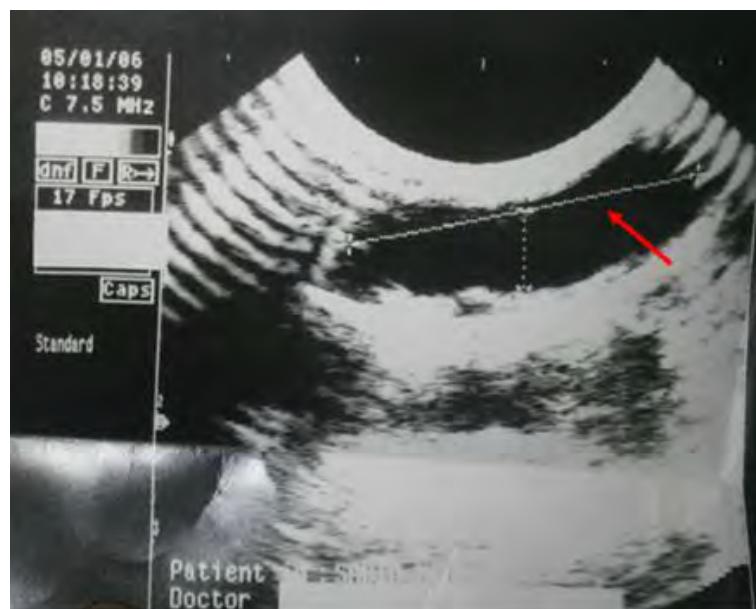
Aspect échographique du kyste du tractus thyréoglosse
